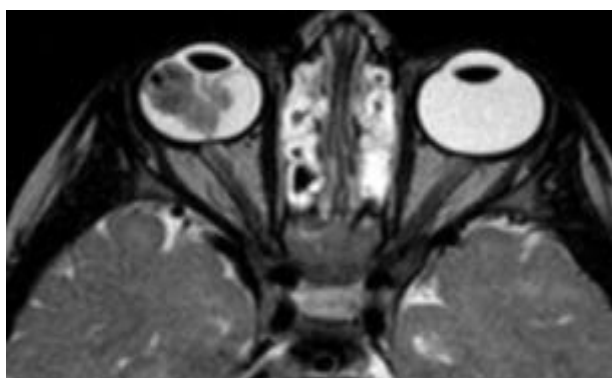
IRM orbitaire et cérébrale d'un enfant porteur d'un rétinoblastome groupe E sans atteinte du nerf optique [26].
